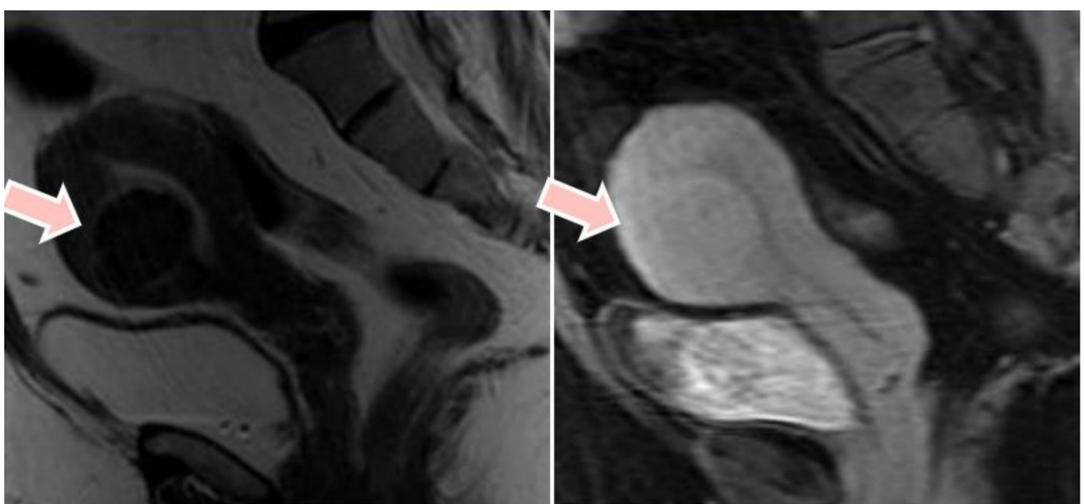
RM pelvis TSE T2 y T1 en plano sagital.
